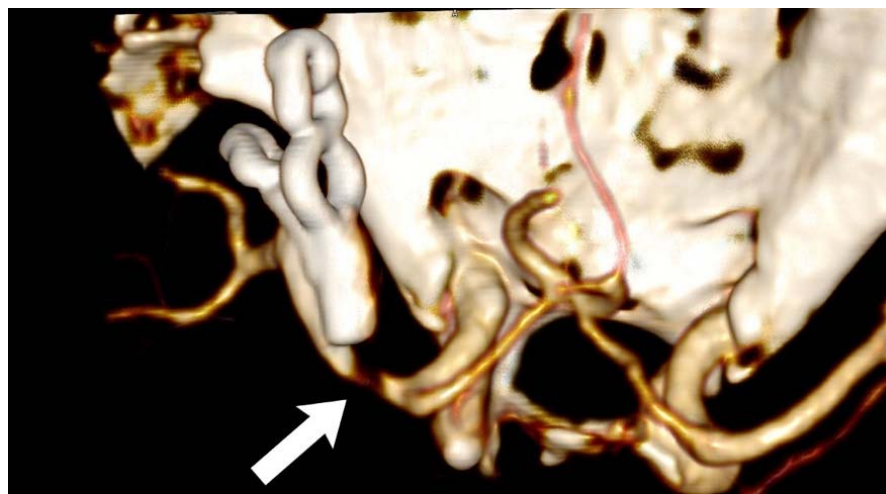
СКТ-АГ сосудов головного мозга, артефакт в виде «псевдостеноза» или «псевдоокклюзии» прилежащего к титановой клипсе сосуда (белая стрелка). Обращает на себя внимание направление бранш фенестрированной клипсы, по которому образуется этот артефакт
